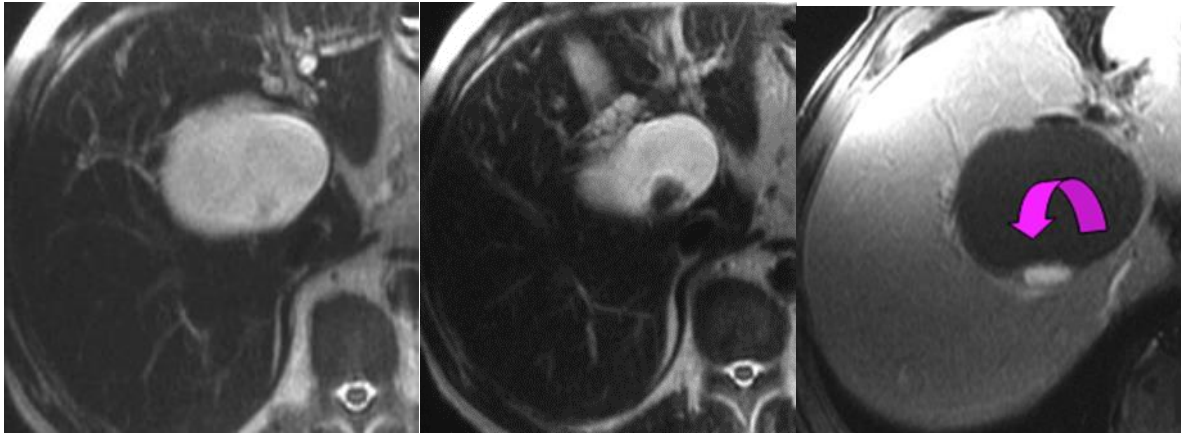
Images d'IRM hépatique montrant un kyste biliaire compliqué ; on note la présence d'un petit caillot sanguin récent (flèche rose) [26].
